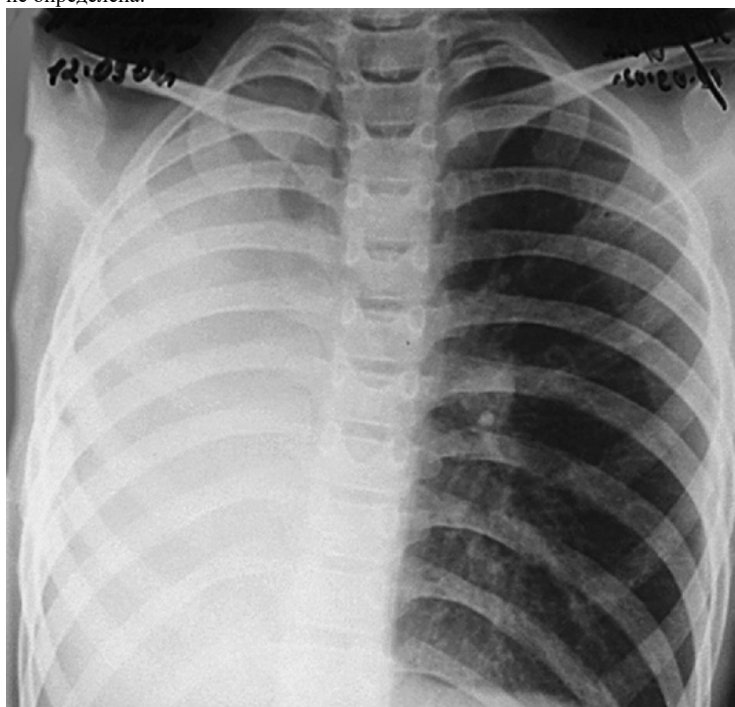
Рентгенограмма грудной клетки: инородное тело левого главного бронха
